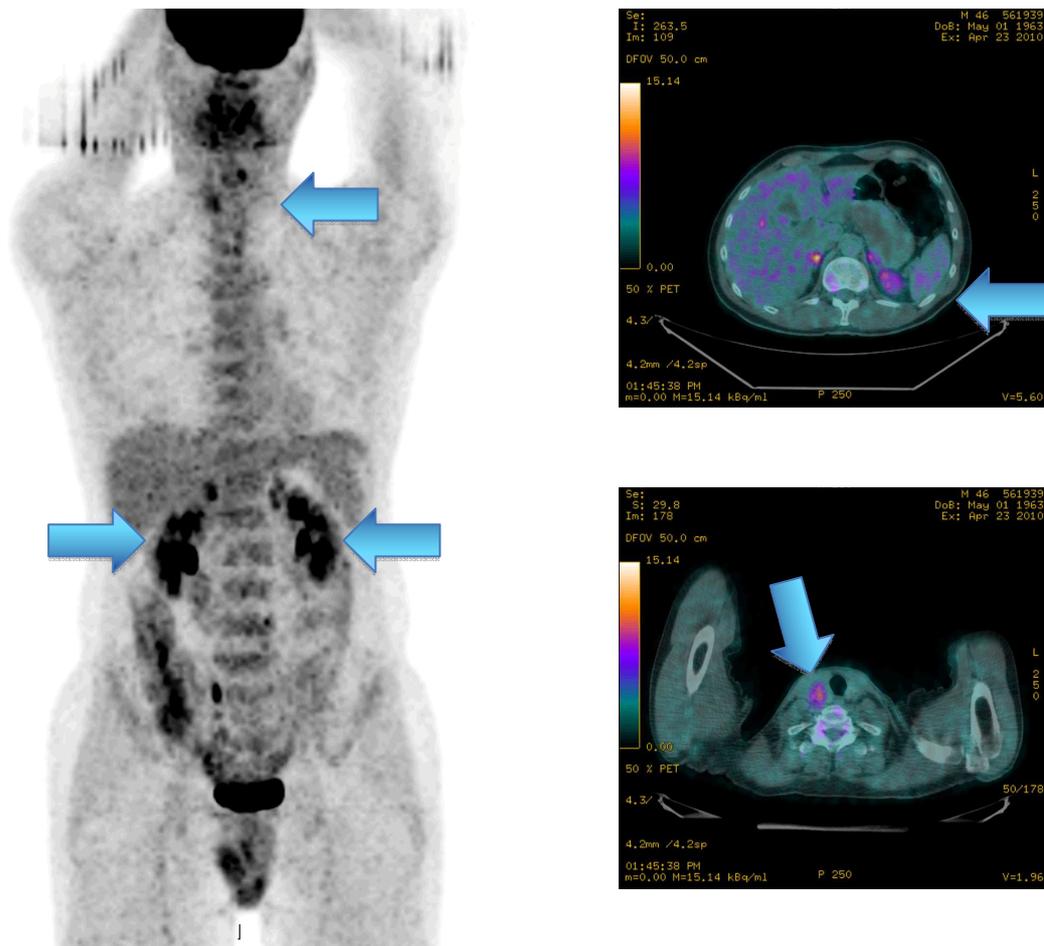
Image MIP du PET (à gauche) et images de fusion PET/CT avec mise en évidence de captation dans les glandes surrénales prédominant à droite (en haut à droite) d'une lésion thyroïdienne mixte - tissu et nécrose - chez un patient connu pour un carcinome sigmoïdien réséqué (en bas à droite).
